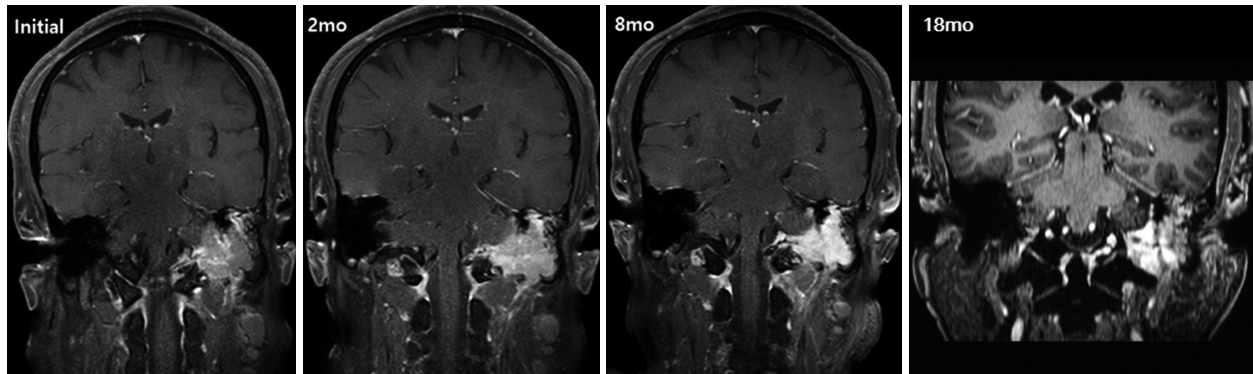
Follow-up contrast-enhanced magnetic resonance images of the temporal bone show a gradually decreasing tumor mass until 18 months after radiotherapy.
